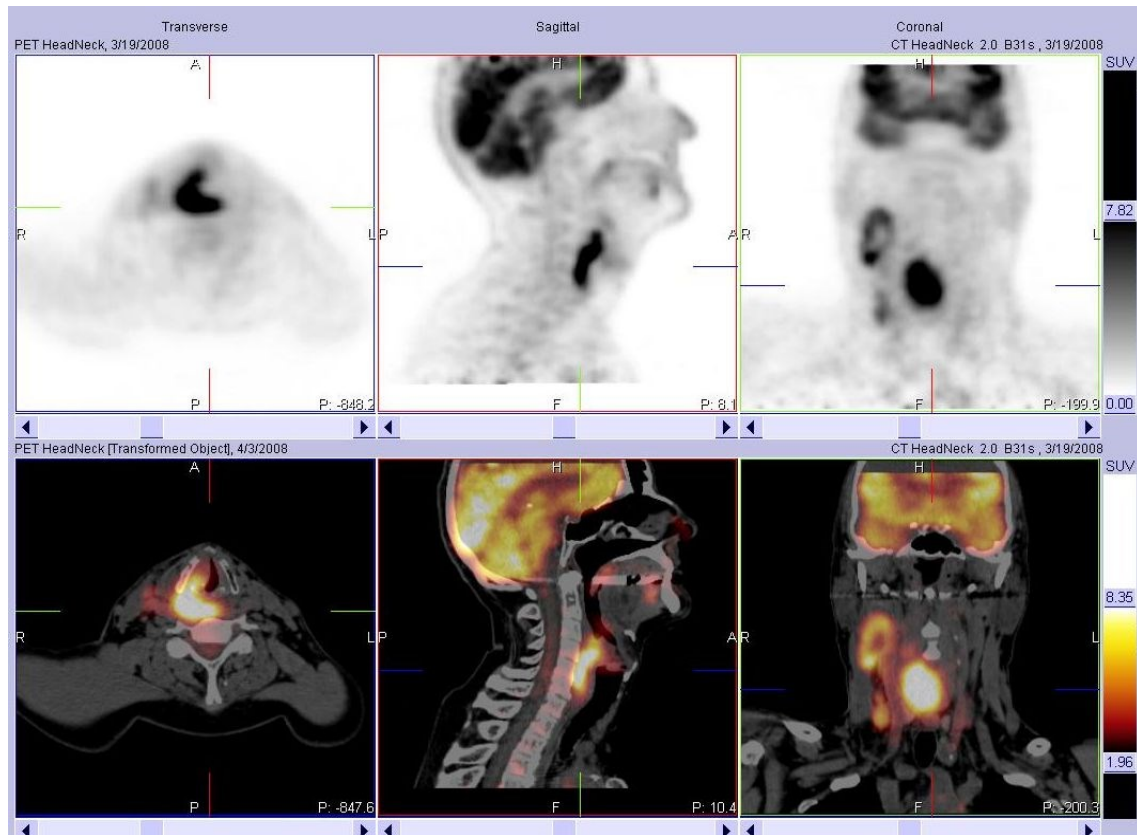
PET- und PET/CT- Hypopharynxkarzinom (61)
